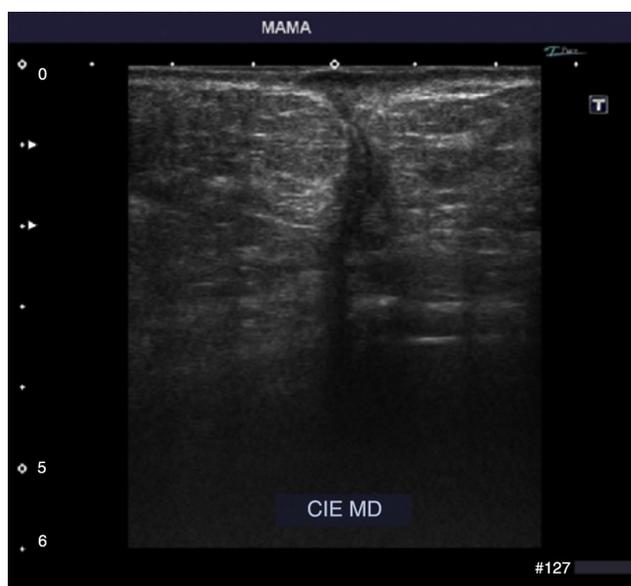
Ecografía mamaria en la que se visualiza cicatriz en cuadrante ínfero-externo de mama derecha, sin nódulos subyacentes.
